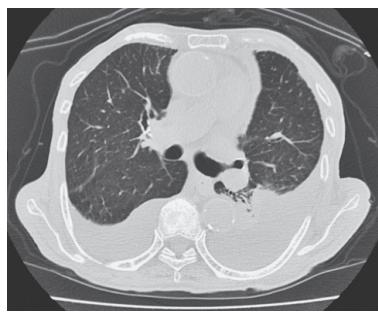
入院時胸部CT。胸部X線像同様、両側大量胸水がある。肺炎、肺腫瘍の所見は認められない。
